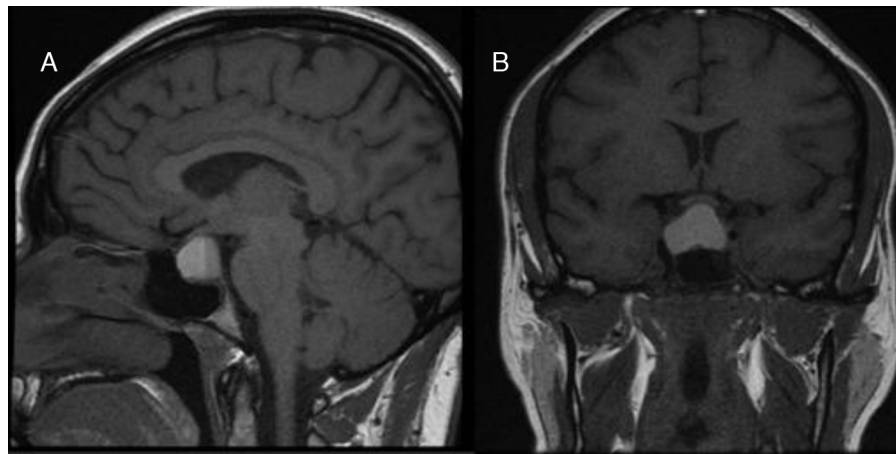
A) Imagen sagital de RM en T1 donde se observa lesión sellar con extensión suprasellar con nivel líquido-líquido que indica sangrado en diferentes estadios evolutivos. B) Imagen coronal de RM en T1 donde se observa lesión sellar con extensión suprasellar marcadamente hiperintensa en relación con sangrado, en contacto con quiasma óptico.
